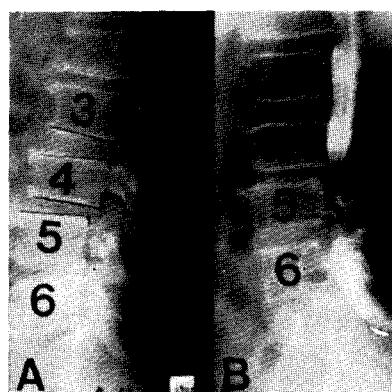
A. Plain x-ray film shows a degenerative spondylosis and retrolisthesis of L3 on L4 and on L5.
